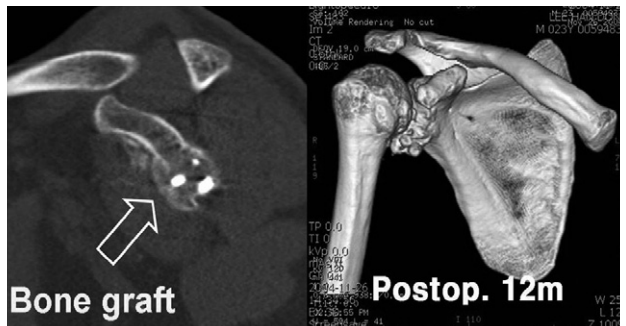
CT scan shows bone block one year after operation.
